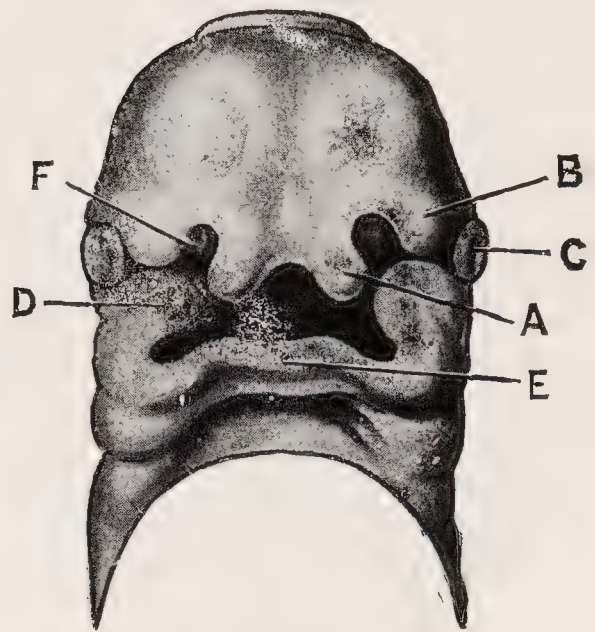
HEAD OF FETUS OF SIX TO SEVEN WEEKS FROM THE VENTRAL ASPECT
